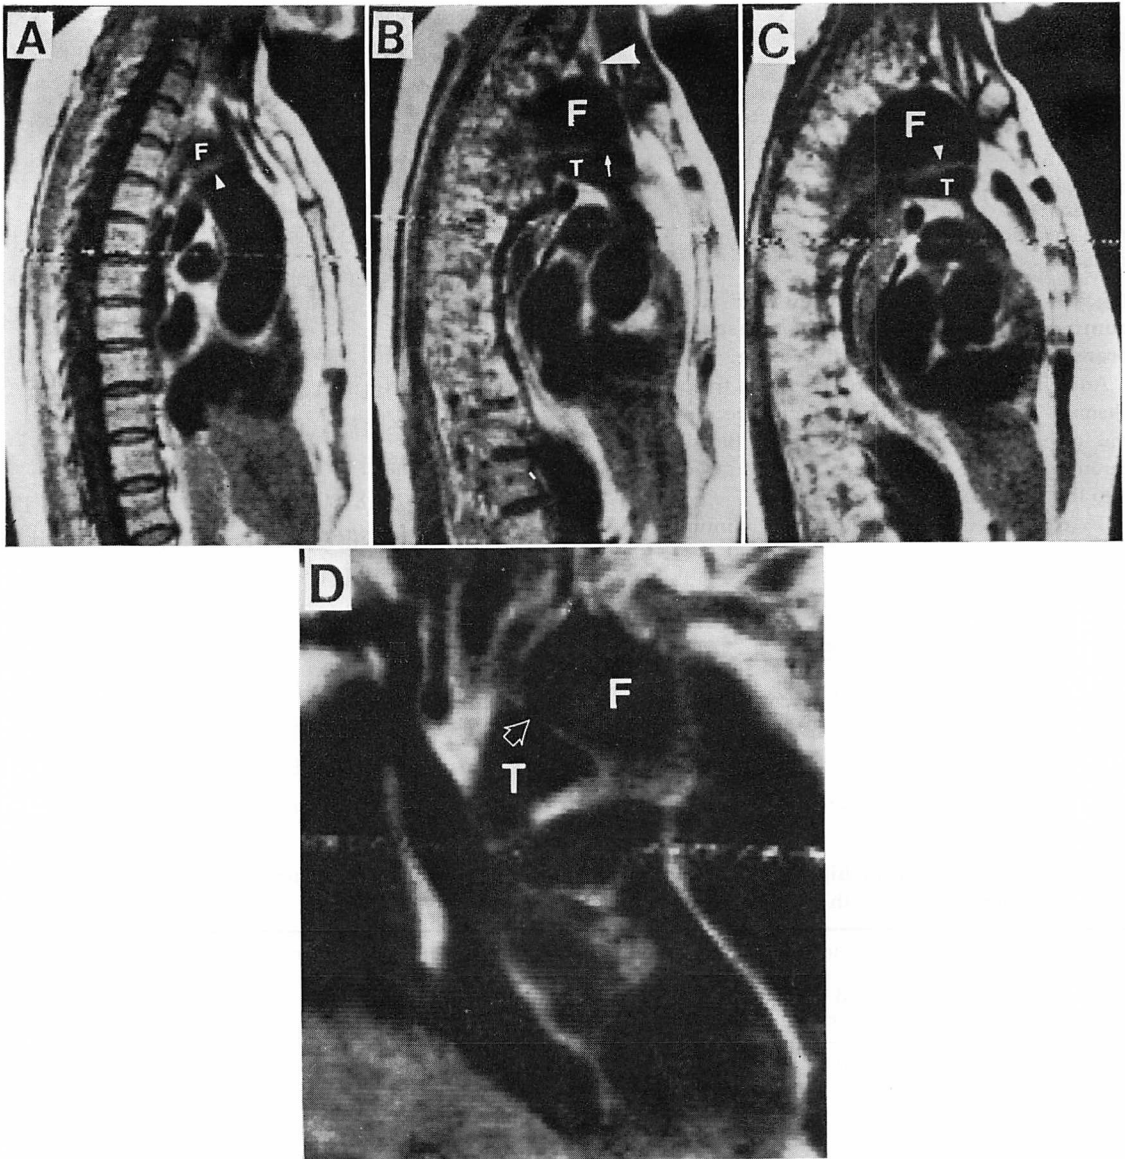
Method of confirmation of entry by MRI. Type IIIb dissection (Case 14).
